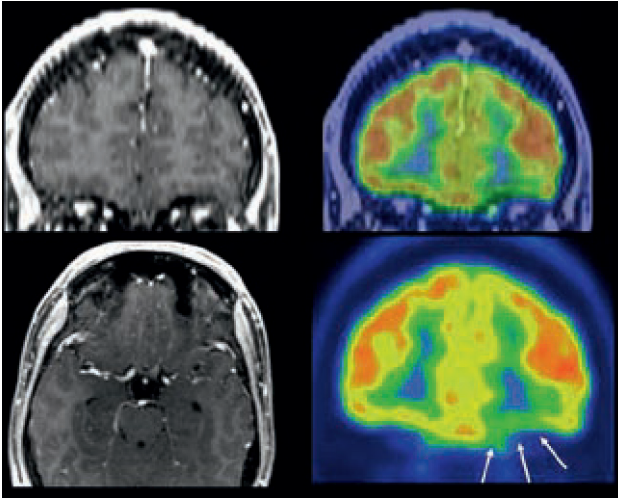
A la izquierda: RM normal (secuencia T1 con gadolinio). A la derecha: Hipometabolismo frontal basal izquierdo (flechas). Una concordancia clínico-eléctrica apoya la cirugía aún con RM normal.
